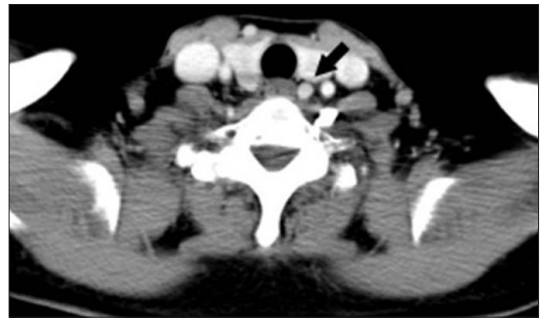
Contrast enhanced CT shows a 0.7 cm sized well-enhanced nodule at posterior aspect of left thyroid lobe (black arrow).
